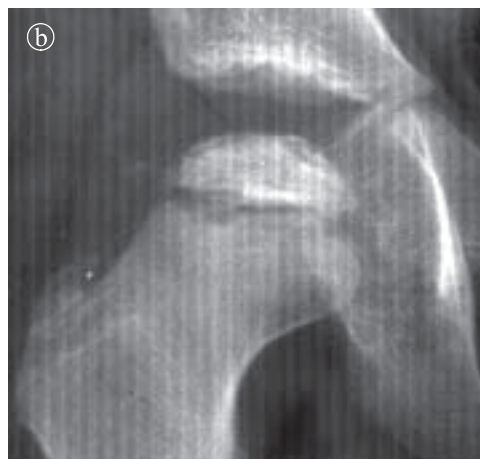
Osteonecroză aseptică de cap femural drept, faza de reconstrucție. a) Radiografie bazin PA. În dreapta nucleul capului femural aplatizat, cu structură inhomogenă. Lărgirea spațiului articular. b) Detaliu.
